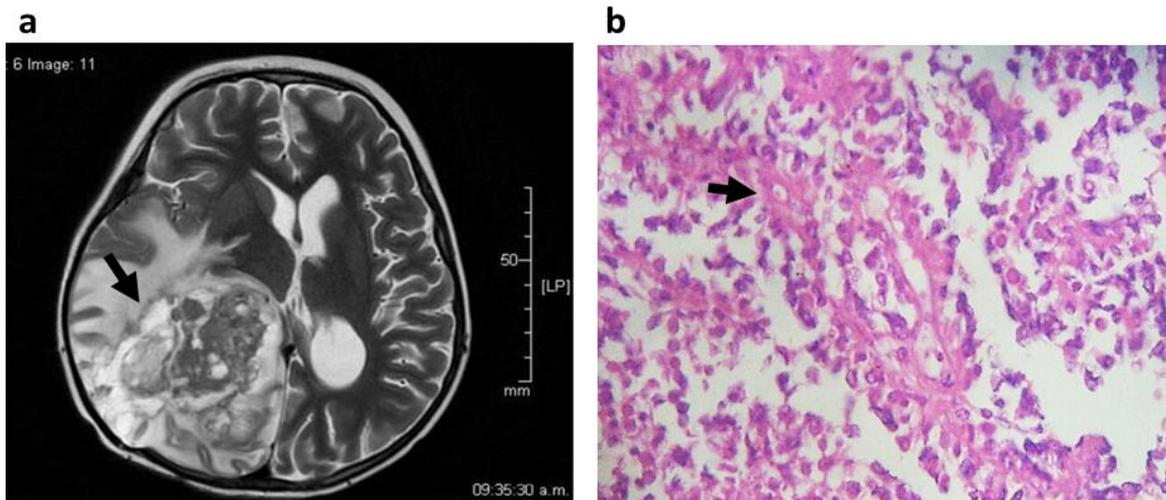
1a. Resonancia magnética cerebral imagen en T2 axial se evidencia lesión ocupante de espacio heterogénea en región parieto-occipital derecha con múltiples áreas quísticas en su interior con compresión de estructuras adyacentes (cuerno posterior del ventrículo derecho) y desviación de línea media y posterior de 20 mm (indicado por la flecha). Teniendo en cuenta que el componente solido de la masa tiene una apariencia burbujeante heterogénea en su centro.. 1b. Corte histológico con tinción hematoxilina-eosina con resolución 40 X donde se aprecian las pseudorosetas perivasculares.
